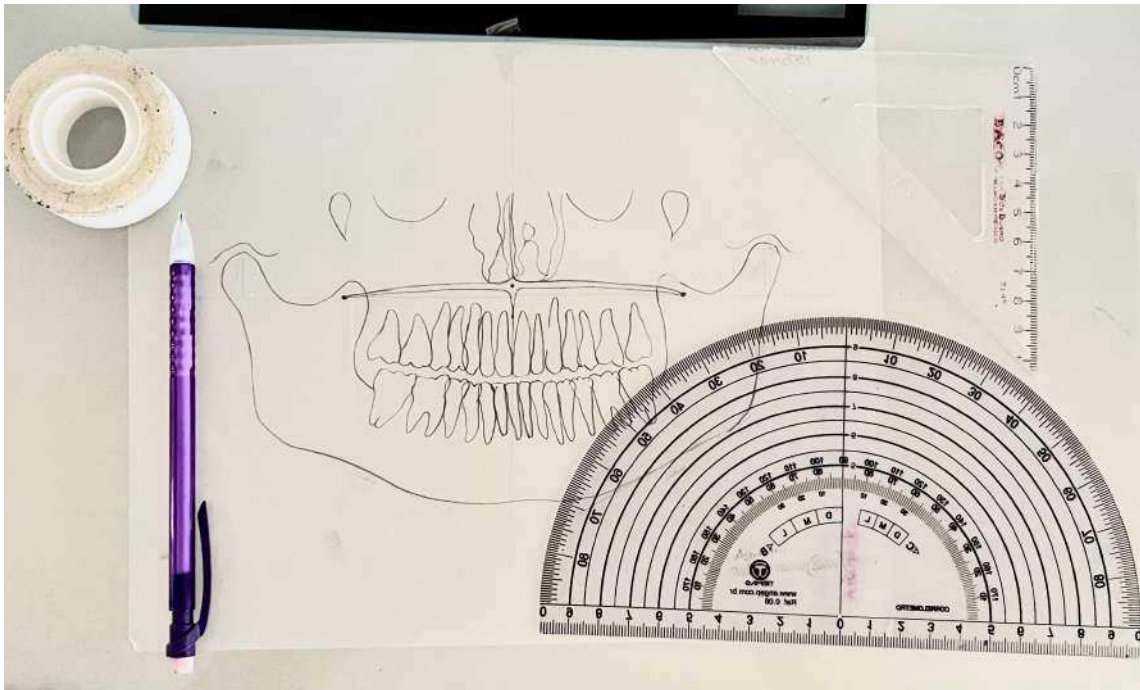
Trazo y medición en radiografía panorámica con negatoscopio.
